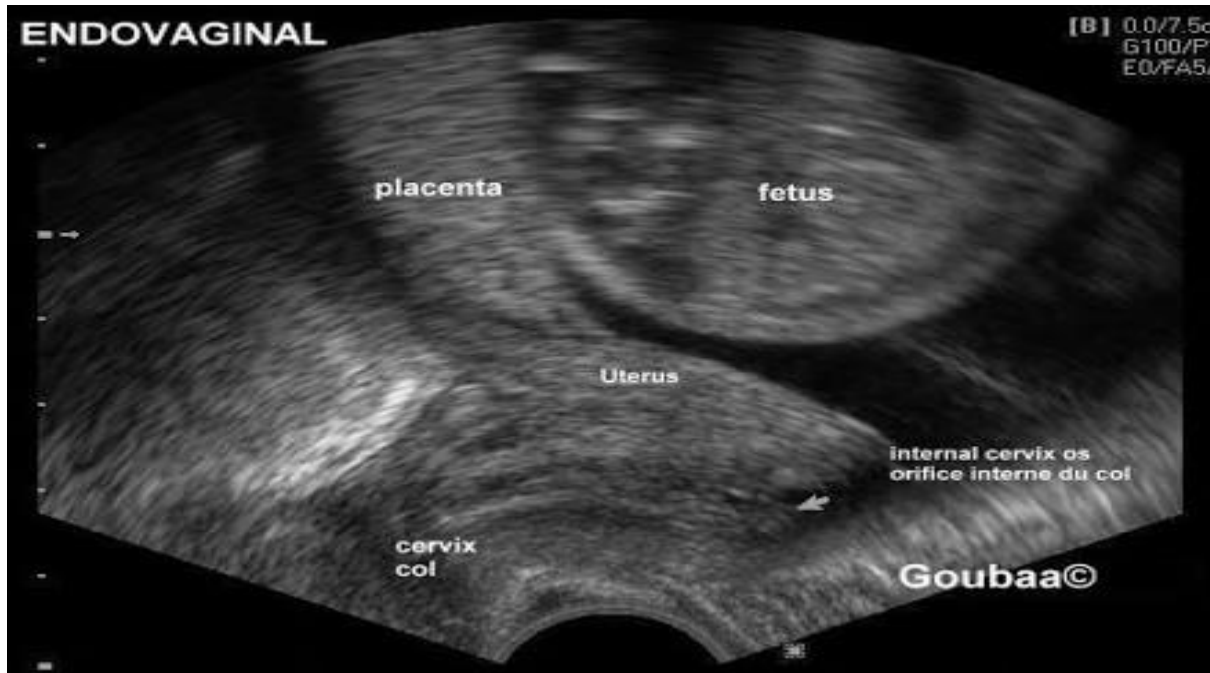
Image échographique d'un placenta prævia type 1 [9]
